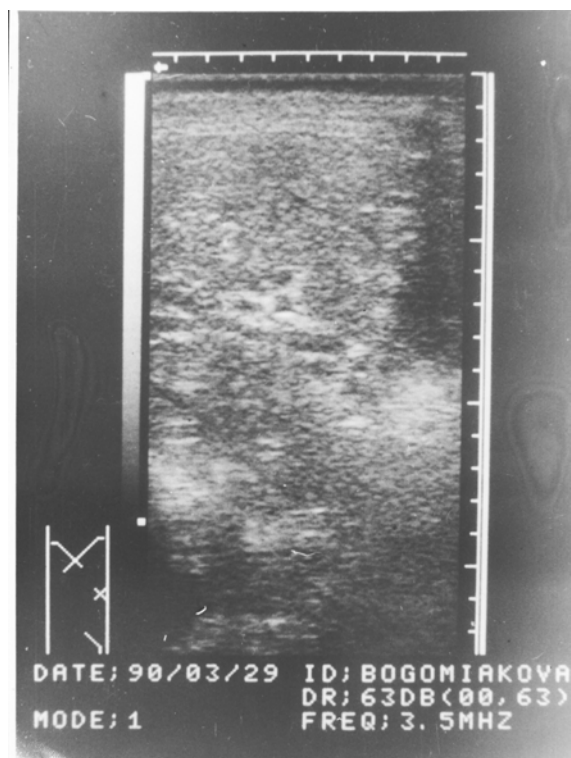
УЗИ. Хронический описторхоз. Множественные холангиоэктазы печени.
